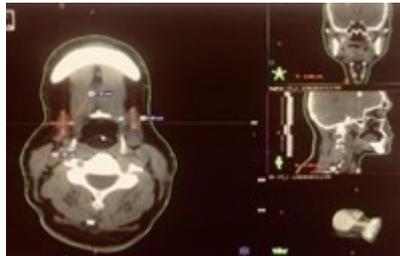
CT scan sebelum radiasi kepala dan leher penampang sagittal 4-10-2018.
